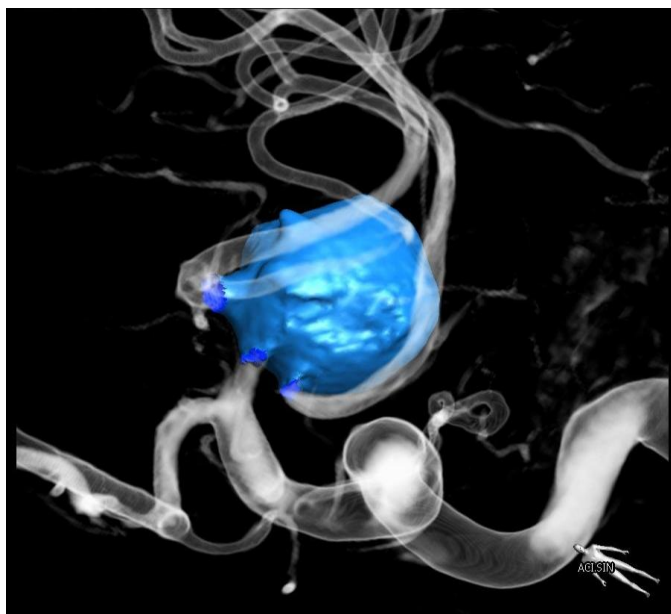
CTA mozkových tepen – rekonstrukce nálezu v koronární rovině (zdroj: FN Hradec Králové)
